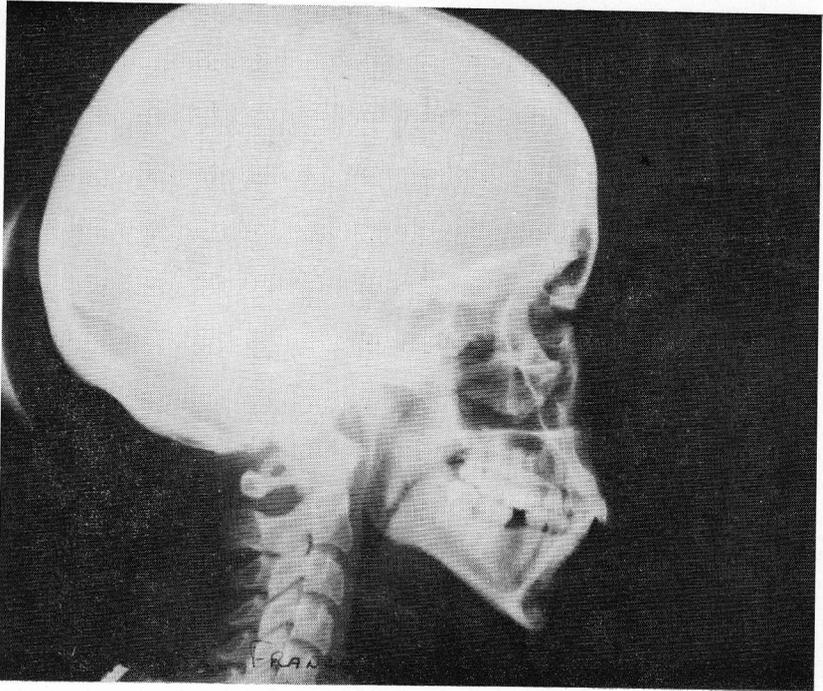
Cliché téléradiographique d'un sujet adulte de sexe féminin.
